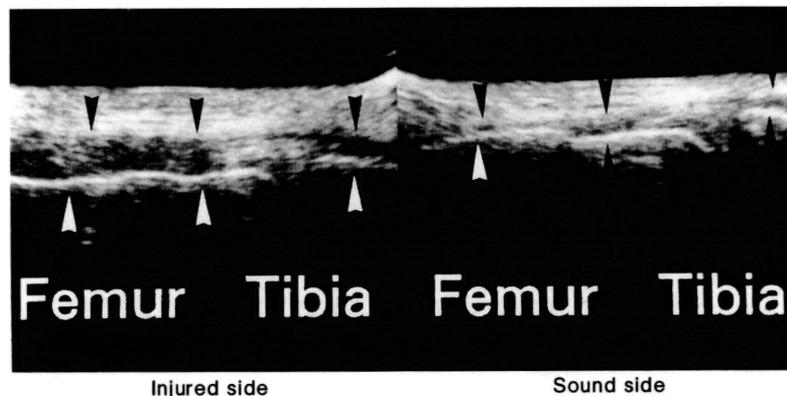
Ultrasonographic findings in MCL injury.
